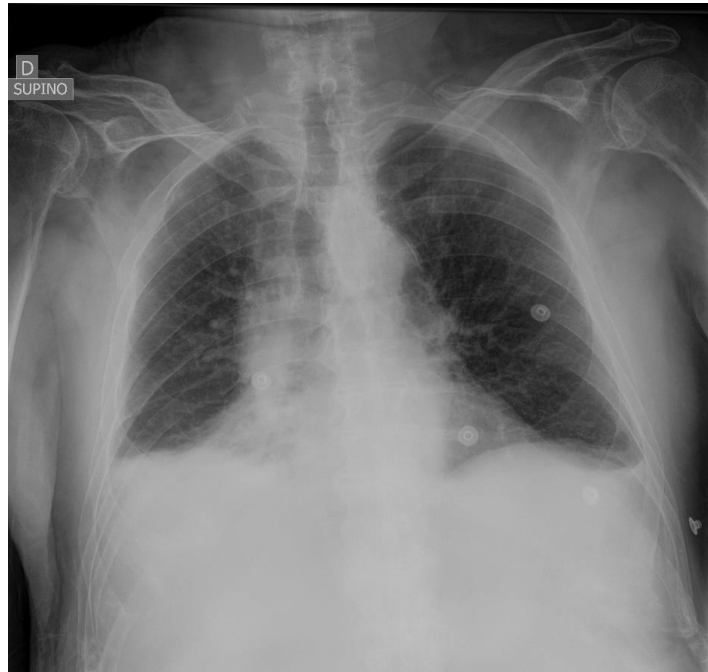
Radiografía de tórax al ingreso. Cardiomegalia con derrame pleural derecho. Signos compatibles con insuficiencia cardíaca. No se puede descartar componente infiltrativo-consolidativo asociado al derrame.
